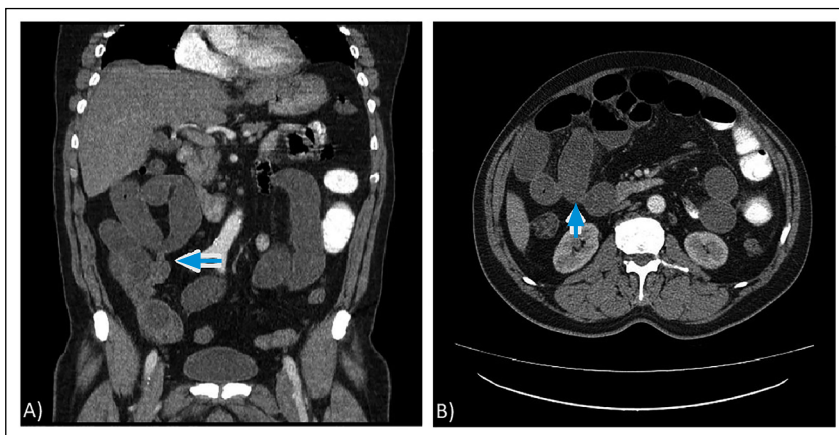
Tomografía computarizada de abdomen contrastada donde se visualiza en los cortes coronal (A) y axial (B) la presencia de un área de invaginación intestinal a nivel del íleon distal (Flechas azules).
